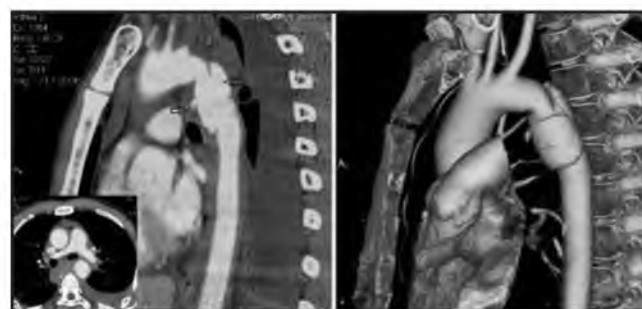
МСКТ аортография. Визуализируется разрыв нисходящей аорты с экстравазацией контрастного препарата (стрелки). 3D VRT-реконструкция справа
